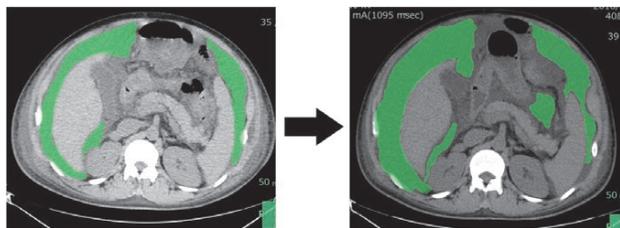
症例4のTLV投与前後でのCT画像比較。TLV投与により体重が著明に減少したが腹水はむしろ増加している。
